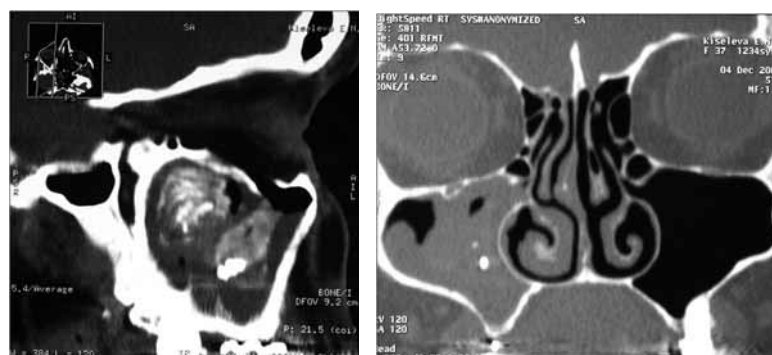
и 2.2. КТ до лечения. В правой верхнечелюстной пазухе видна полипозная гиперплазия слизистой оболочки и грибковое тело, сформировавшееся на внедренном в пазуху стоматологическом пломбировочном материале
